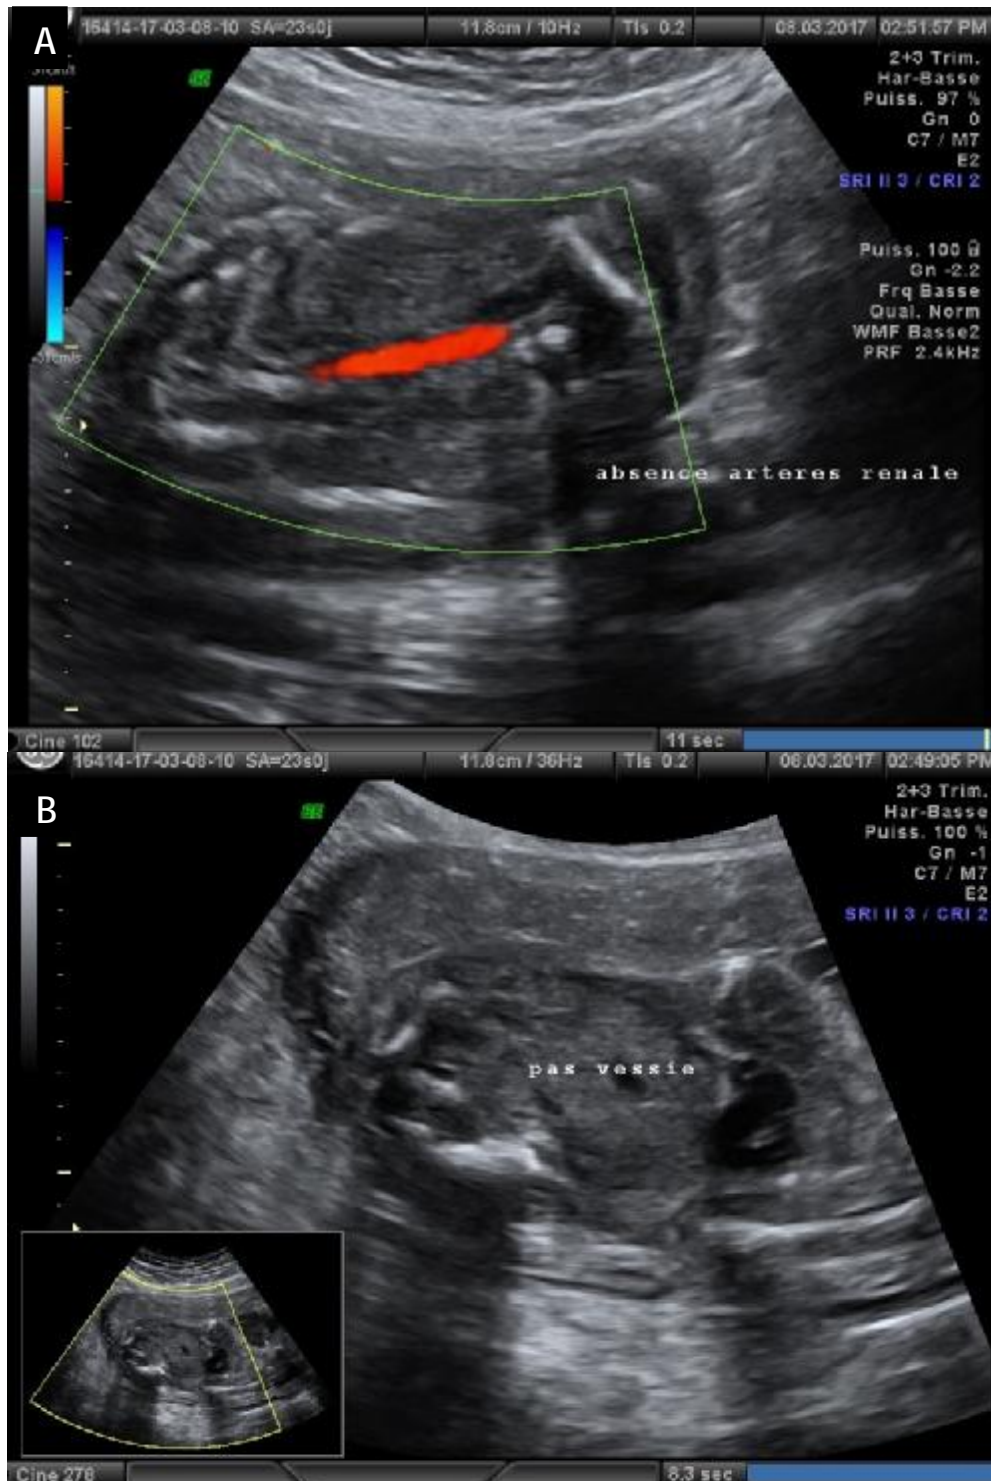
Signes échographiques suspectant une agénésie rénale bilatérale.
